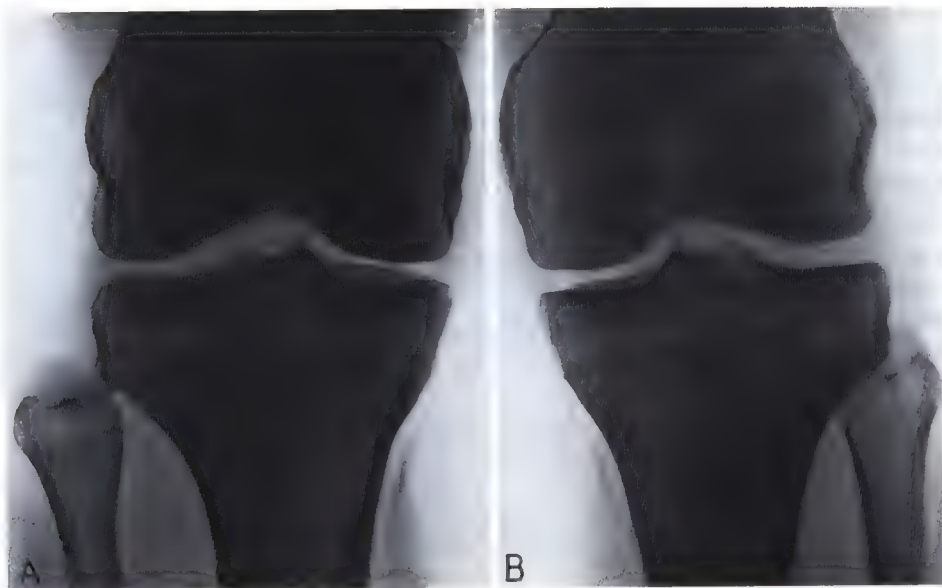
Radiographie de face d'une luxation de la tête du péroné A) côté lésé, B) côté sain.
